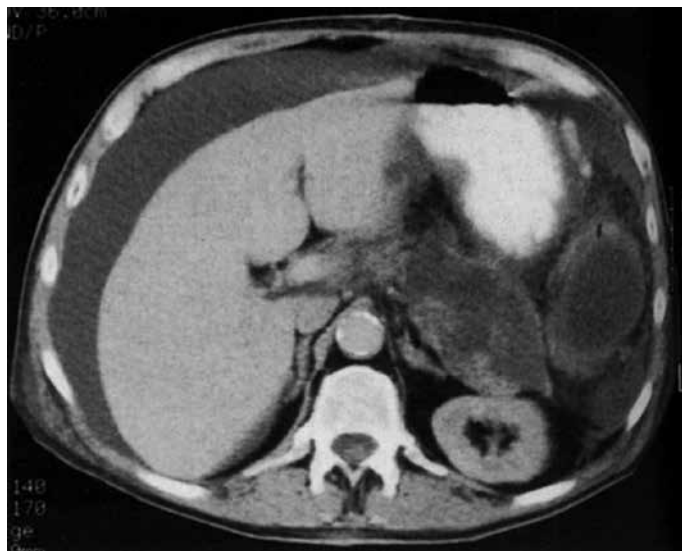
Компьютерная томограмма больного с разрывом псевдокисты ПЖ и ПА. При лапароцентезе получена жидкость с содержанием белка около 30 г/л и активностью амилазы выше 10 000 ед. (по С. А. Seiler et al., 1998 [11]).
